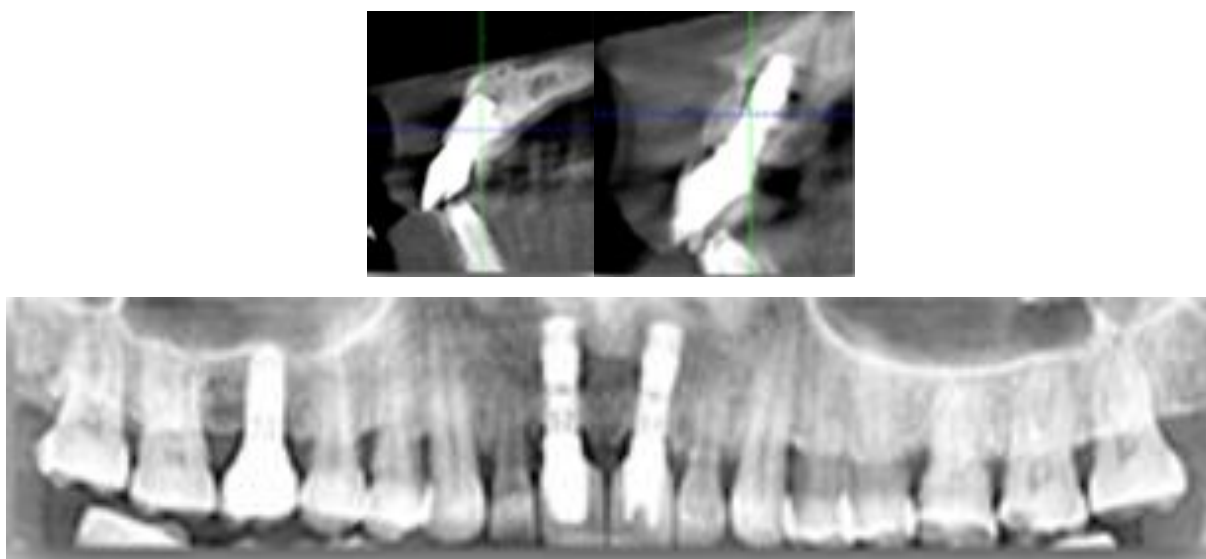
Комп'ютерна томографія після ортодонтичної екструзії 21 зуба та встановлення імплантатів в ділчнці 11, 21
